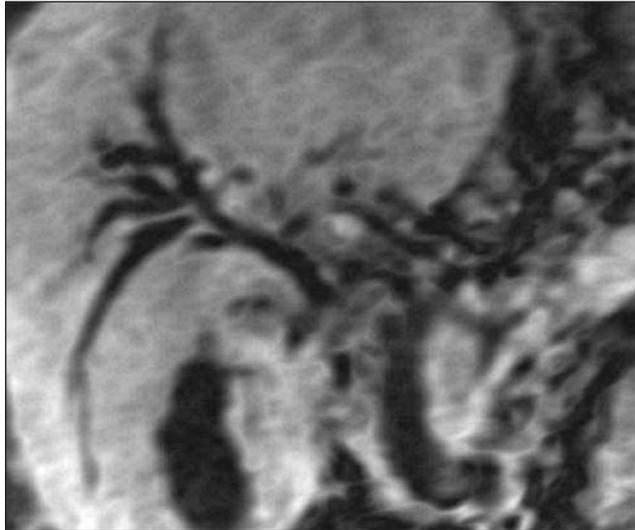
Colangiografía por resonancia magnética que muestra dilatación de la vía biliar por compresión extrínseca.
